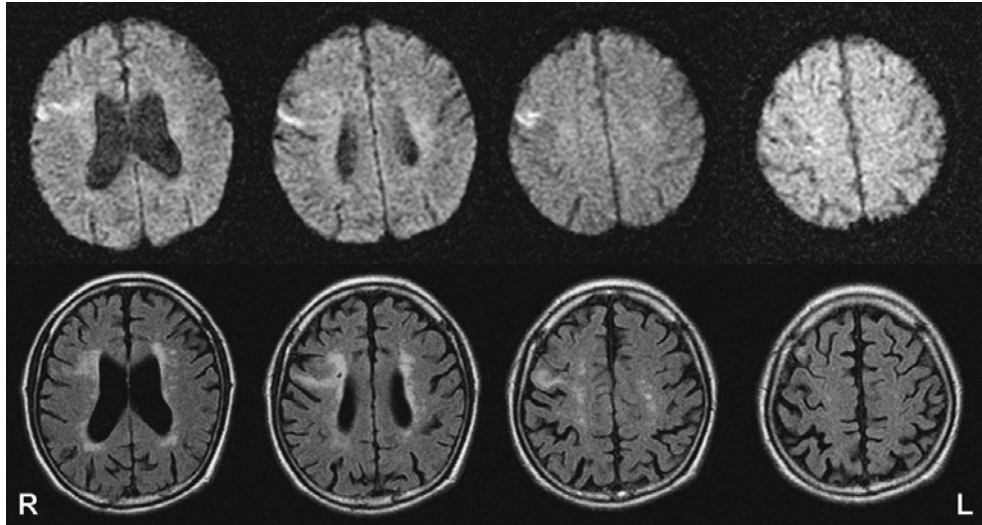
Magnetic resonance images (MRI). Diffusion-weighted MRI on the admission day showed fresh small infarction on the right hemisphere (upper panel, 1.5T TR = 4,000, TE = 114.8). Fluid attenuated inversion recovery images on the 13th hospital day revealed clear localization of the lesion at the middle-lower part of the right precentral gyrus (lower panel, 1.5T TR = 8,002, TE = 133.0).
